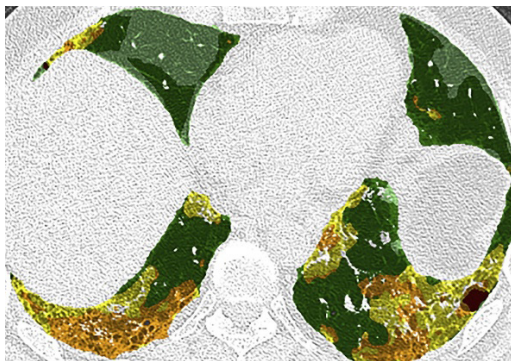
КТ органов грудной клетки, аксиальный срез. Цветовое выделение паттернов на изображениях, программа CALIPER: нормальная легочная ткань (зеленый цвет), участки затемнения по типу «матового стекла» (желтый цвет), ретикулярные изменения (оранжевый цвет), «сотовое легкое» (красный цвет)
